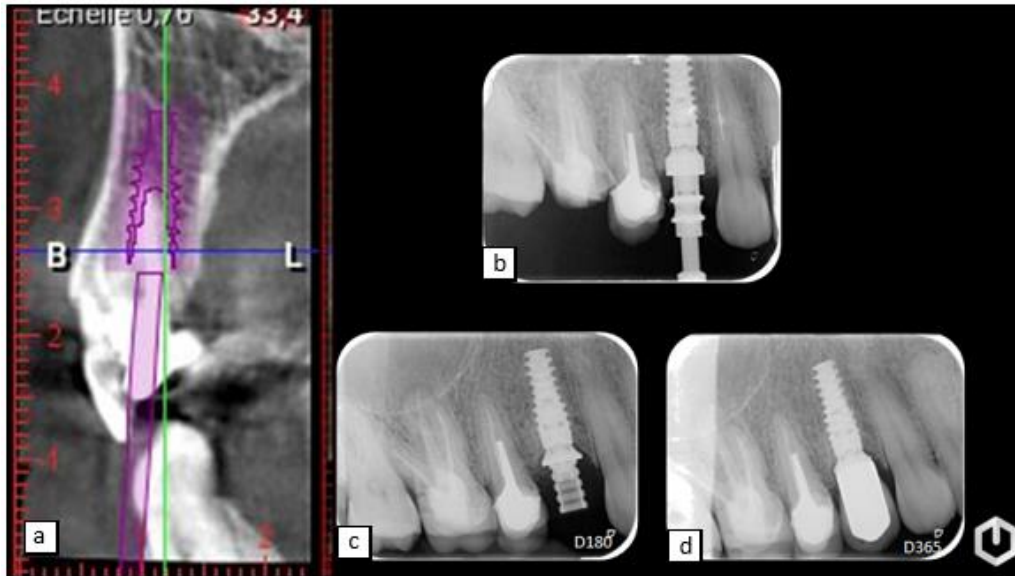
a) examen radiologique préopératoire (CBCT). b), c) et d) radiographies de contrôle le jour de l'empreinte prothétique, à 6 mois et 1 an.
